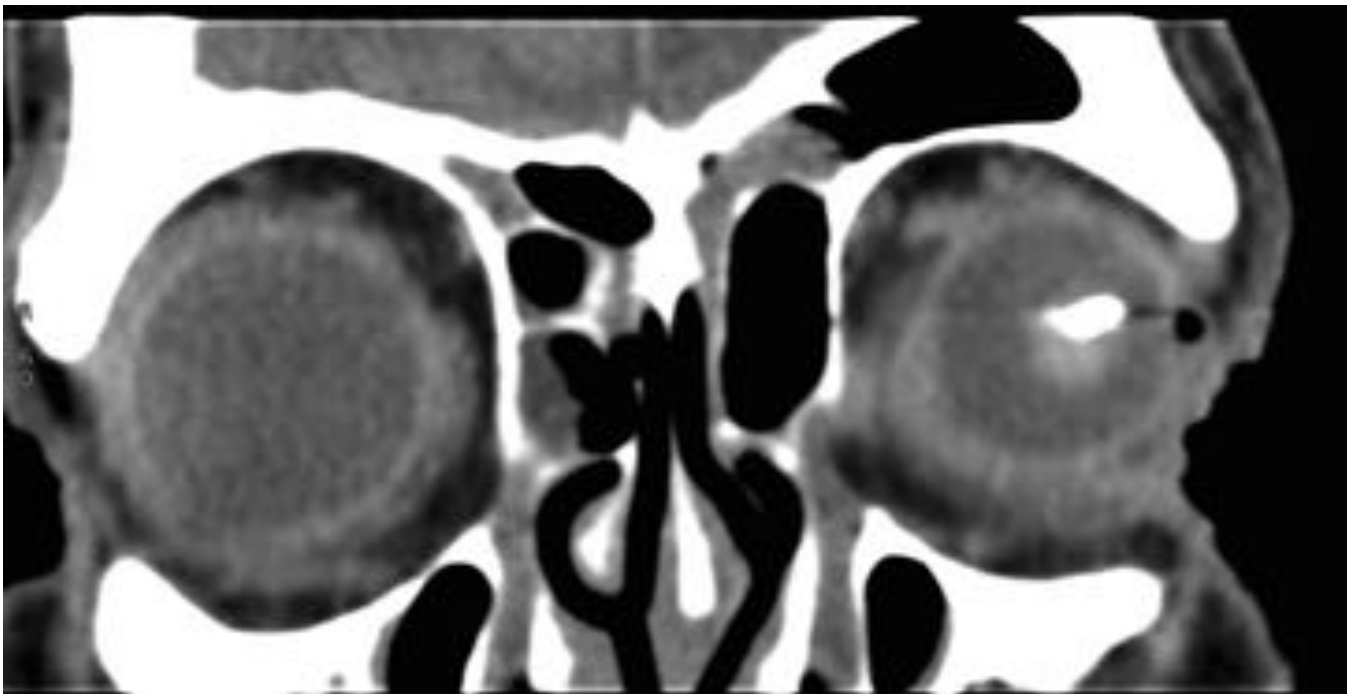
CUERPO EXTRAÑO INTRAOCULAR. Mismo paciente que en la imagen previa. Estudio de TC en planos coronal sin contraste. Músculos oculomotores, nervio óptico y grasa extra e intraconal sin hallazgos de significación. Burbujas aéreas anteriores a globo ocular en relación con orificio de entrada.
